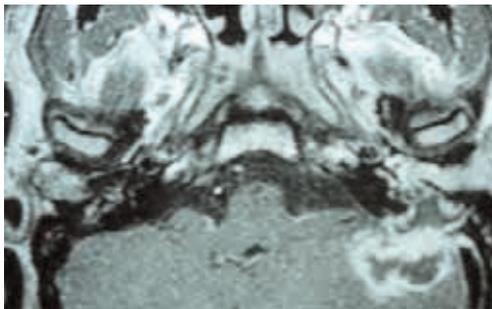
IRM en coupe axiale, séquence T1 :
